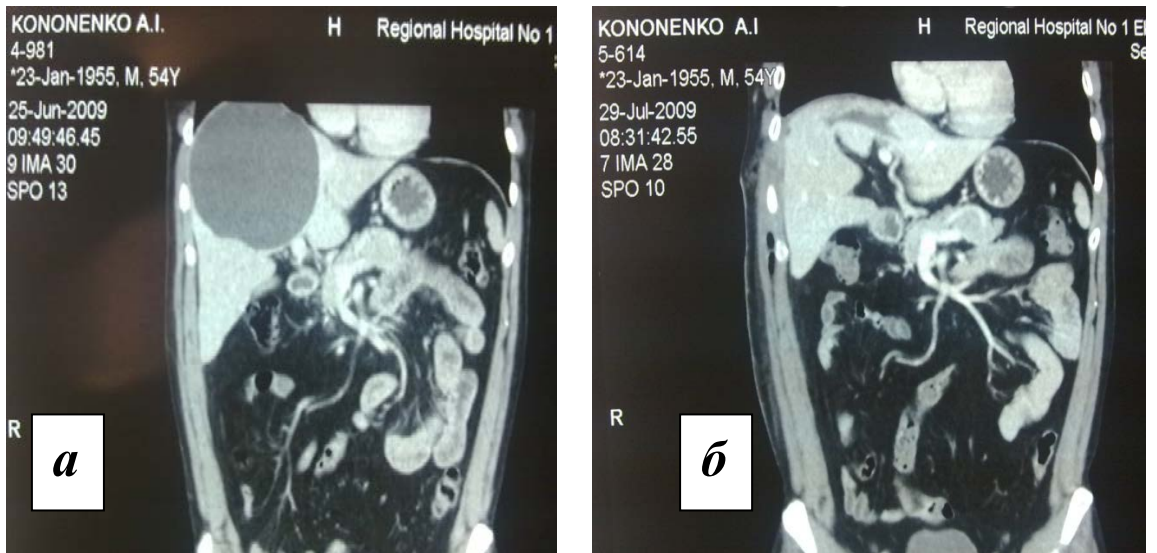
КТ пациента до операции (а) и через 1 месяц после фенестрации и деэпителизации кисты печени трансплевральным доступом (б) – в проекции Sg 4 и 8 плоская остаточная полость
